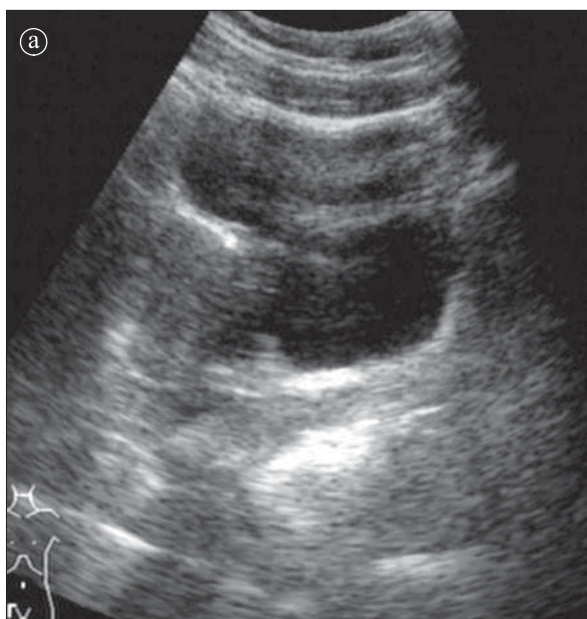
Apendicită acută. Lichid periapendicular. Ecografie. Secțiune longitudinală.
